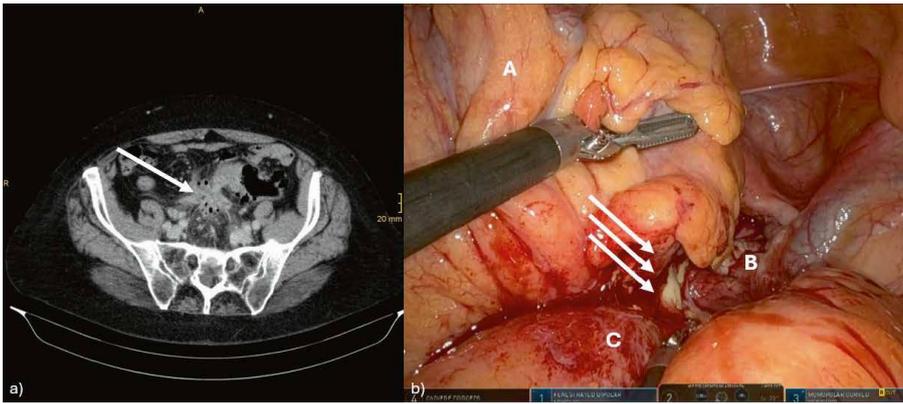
Ins Mesokolon gedeckte Perforation (Typ 2b nach CDD). (a) im präoperativen CT (Pfeil), und (b) im intraoperativen Befund zeigt sich das Mesokolon (A) adhären an die rechten Adnexe (B) und an das Dünndarm-Mesenterium (C). Der Mesokolische Abszess entleert sich im Rahmen der Präparation (Pfeil).
